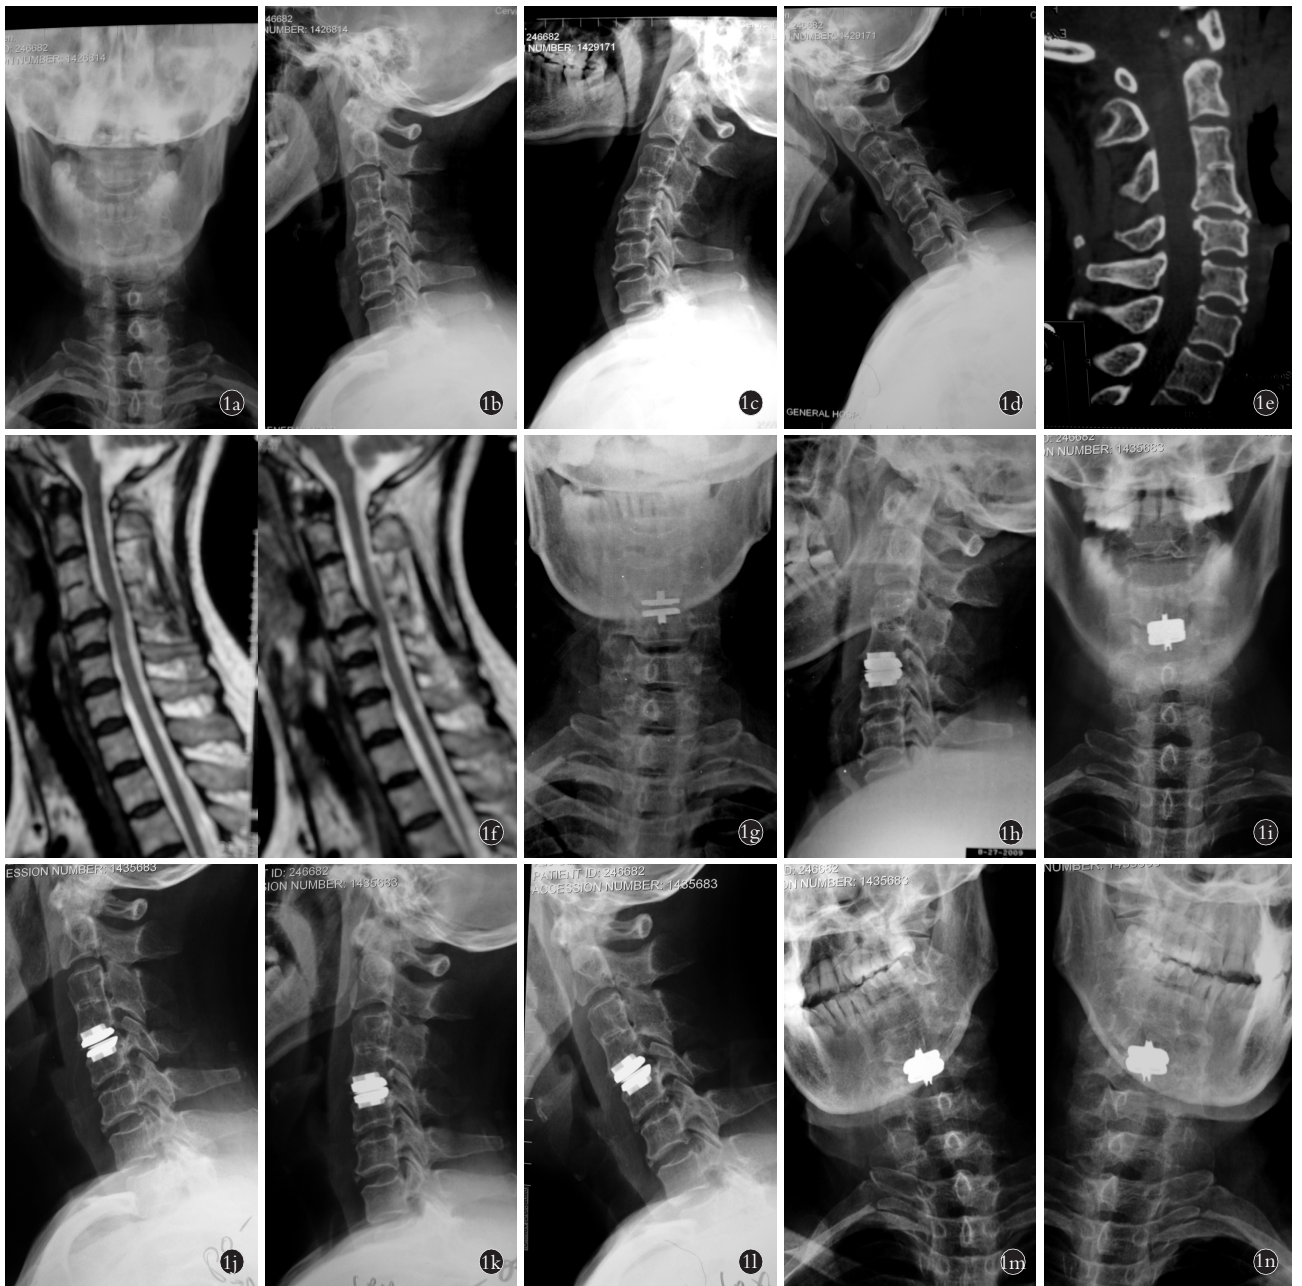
患者,女,54岁,C<sub>4,5</sub>椎间盘突出 1a,1b.术前正侧位X线片示C<sub>4,5</sub>、C<sub>5,6</sub>及C<sub>6,7</sub>椎间隙前缘退变增生,并C<sub>3,4</sub>分节不全 1c,1d.术前过伸过屈位X线片 1e.术前CT示C<sub>4,5</sub>椎间隙前后缘退变增生 1f.术前MRI示C<sub>4,5</sub>椎间盘突出,硬膜及脊髓明显受压 1g,1h.术后半年颈椎正侧位X线片示人工颈椎间盘假体在位,手术节段未见异位骨化,假体无下沉,保持椎间隙高度 1i,1j,1k,1l,1m,1n.术后2年颈椎正侧位、过伸过屈位及左右侧屈位X线片示假体位置好,手术节段未见明显异位骨化,椎间隙高度保持良好,保留了手术节段活动度
